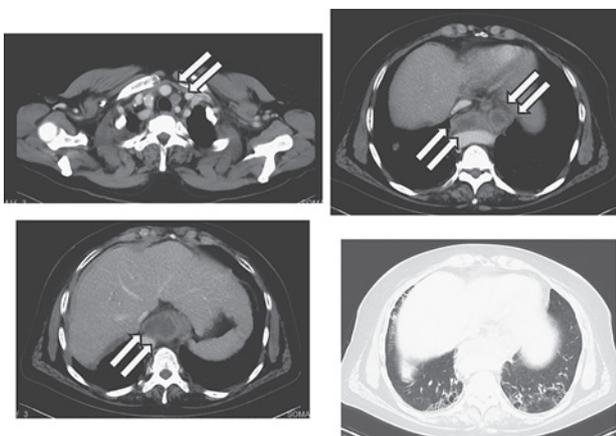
リンパ節転移再発時の造影CT (X年1月3日)
